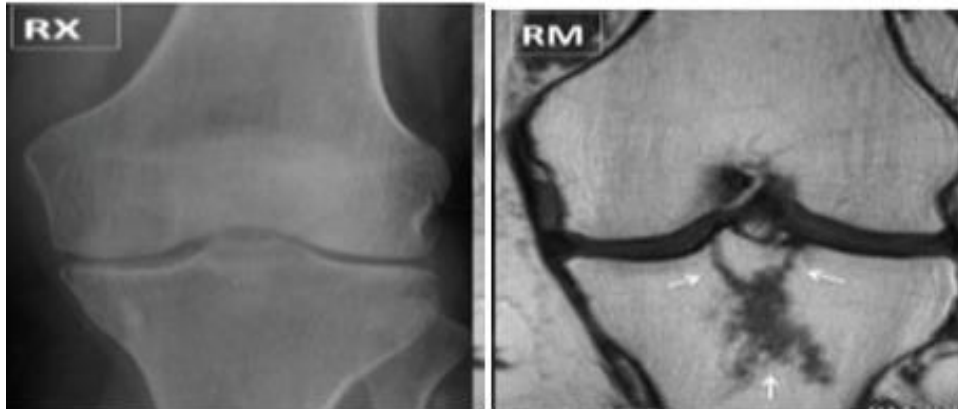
Fratura oculta - RX e RM do joelho 1 dia após trauma não evidencia fraturas. Foi realizada RM no mesmo dia, evidenciando fratura cominutiva do platô tibial, sem desalinhamentos (setas). Fonte: Rodrigues, 2011.
